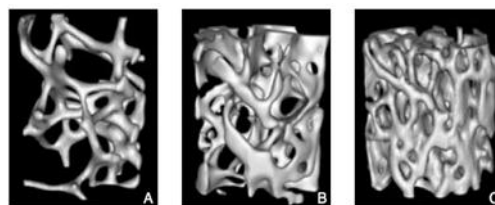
Microestructura trabecular de biopsias transilíacas mediante μ TC
